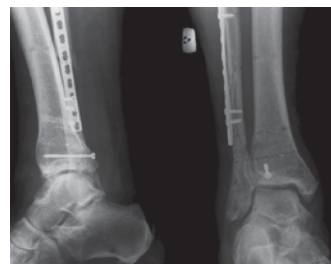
Рентгенограммы правого голеностопного сустава и функциональный результат больного З. через 4 мес после операции
